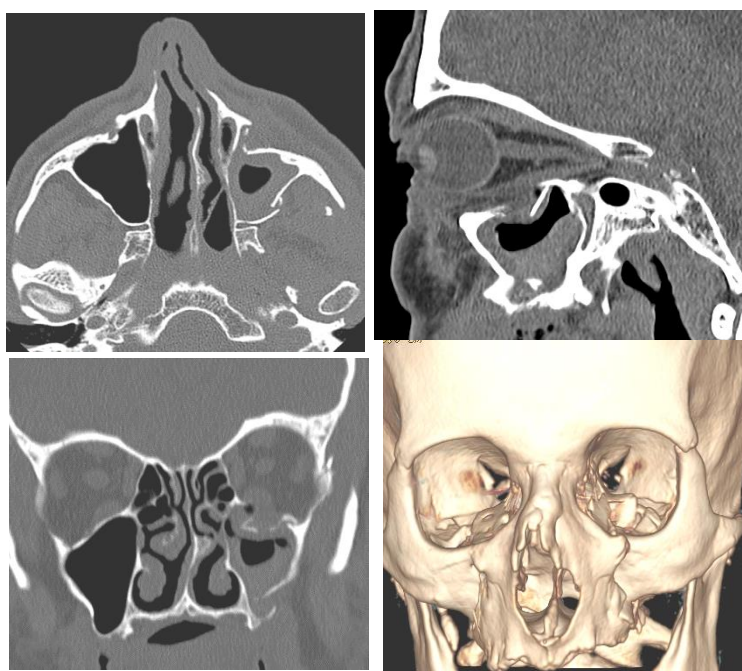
Imagem de TC com fratura do maxilar esquerdo, corte axial à direita (superior) e reformatação coronal (inferior), sagital à esquerda (superior) e 3D volume rendering (inferior).
